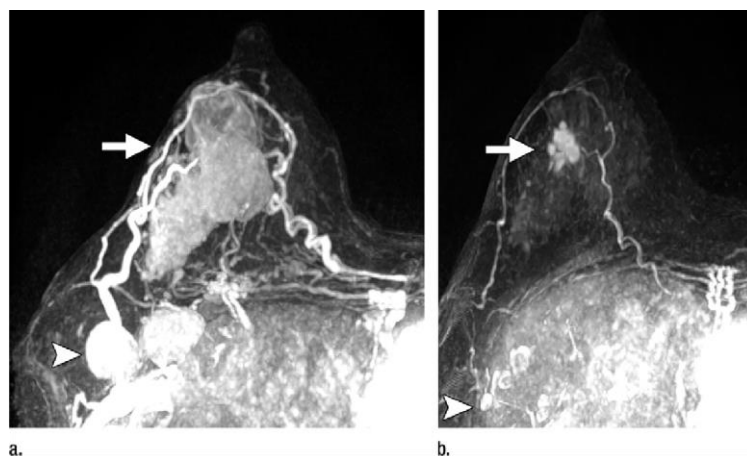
⁶²: donna di 37 anni con carcinoma mammario destro di stadio clinico IIIA (T3N1M0) e linfadenopatia ascellare metastatica. (a) La proiezione a massima intensità alla RM con mezzo di contrasto eseguita prima della chemioterapia neoadiuvante dimostra l'aumento della massa del seno destro (freccia) e della linfadenopatia ascellare (punta della freccia) di 6,4 cm. (b) L'immagine RM del seno dopo chemioterapia neoadiuvante mostra una risposta parziale del carcinoma mammario primario (freccia) e una diminuzione della linfadenopatia ascellare destra (punta di freccia).
